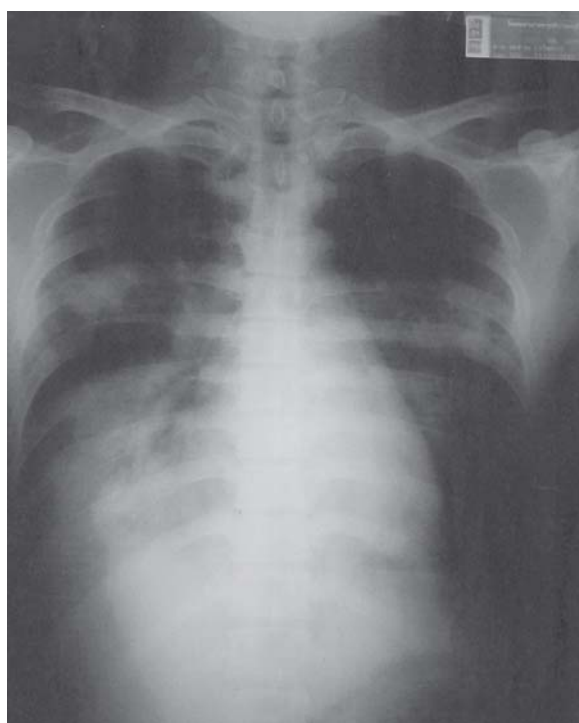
The initial chest radiograph revealed bilateral patchy in filtrates.
